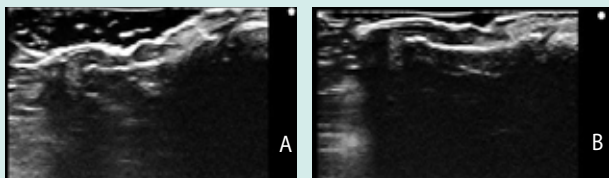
Απόστημα υποδορίου με σχηματισμό συριγγίου προς το δέρμα. Αγόρι 11 ετών με εκβολή συριγγίου στην κνήμη. Απεικόνιση αποστηματικής κοιλότητας και συριγγίου προς την επιδερμίδα A. Με αλληλοδιάδοχες επαπτώμενες τομές b-mode και B. Με power Doppler απεικονίζεται το ανώμαλο τοίχωμα της βλάβης, η ανηχογένεια της κοιλότητας και η παρουσία ηχογενών ρακών. Γ. Η επιμήκης πανοραμική τομή απεικονίζει το μήκος της βλάβης με την πάχυνση του δέρματος και την υπερηχογένεια αυτού. Δ. Απεικόνιση του συριγγώδους πόρου (βέλος).
